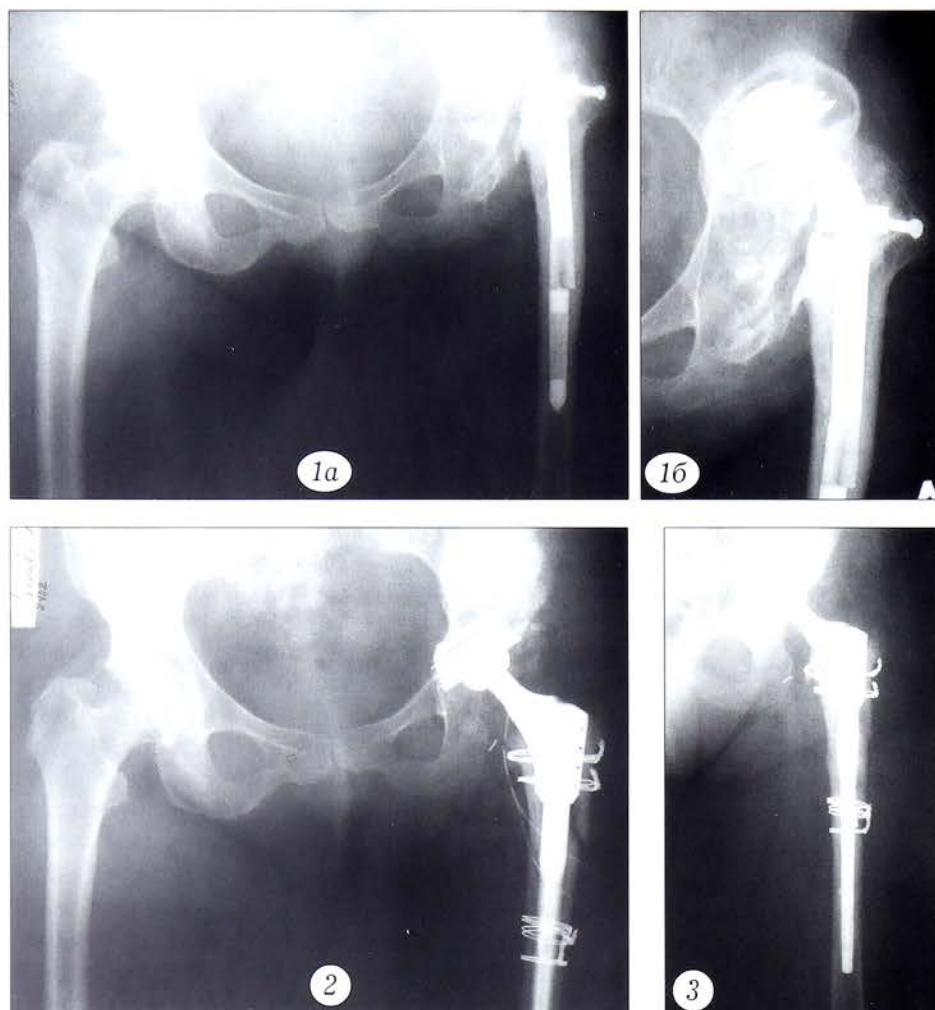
Обзорная рентгенограмма костей таза (а) и прицельная рентгенограмма вертлужной впадины (б) до ревизионной операции.
